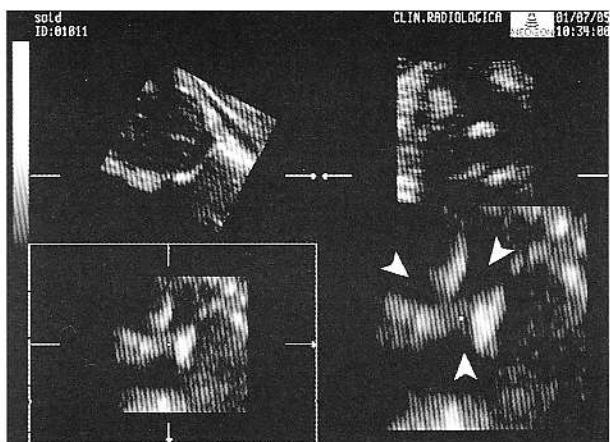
Cartilajul triradiat. Examinare ecografică tridimensională.
